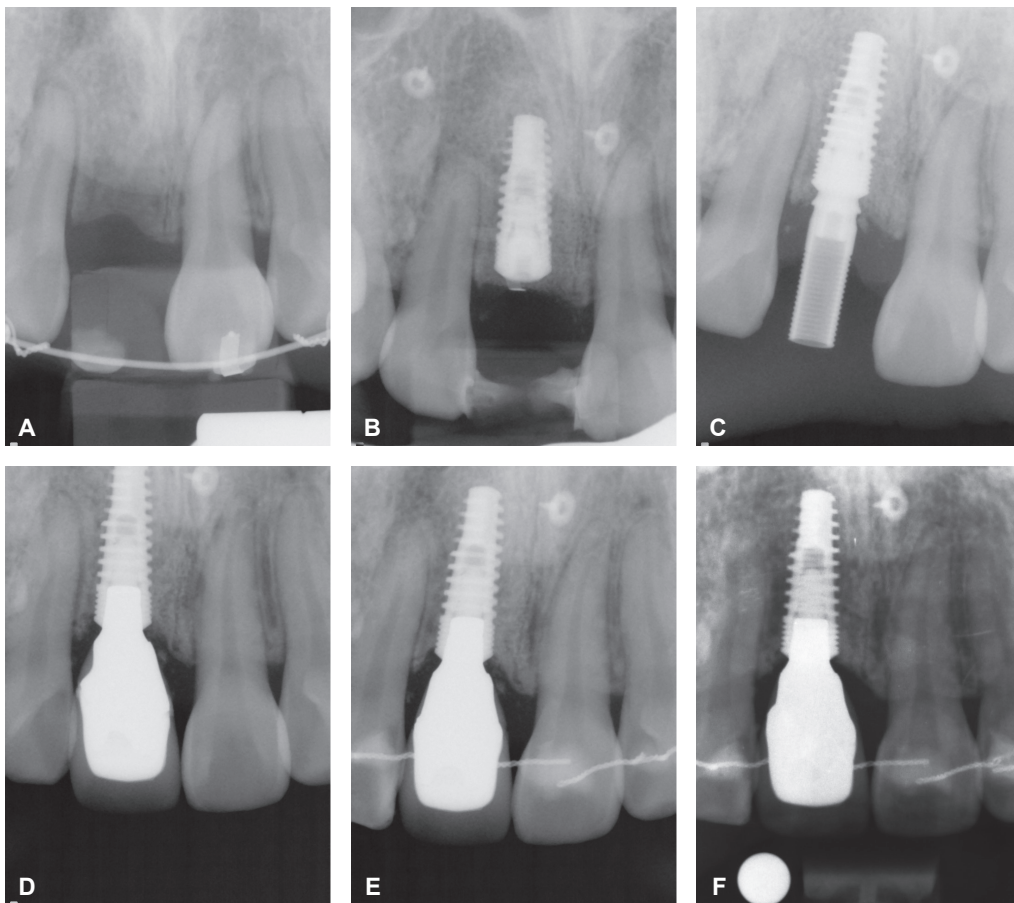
Serial periapical radiographs of the maxillary anterior region. A, After extraction. B, 2 months after implant placement. C, 5 months after implant placement. D, After final restoration (8 M after implant placement). E, 15 months after implant placement. F, 10-year follow-up.
